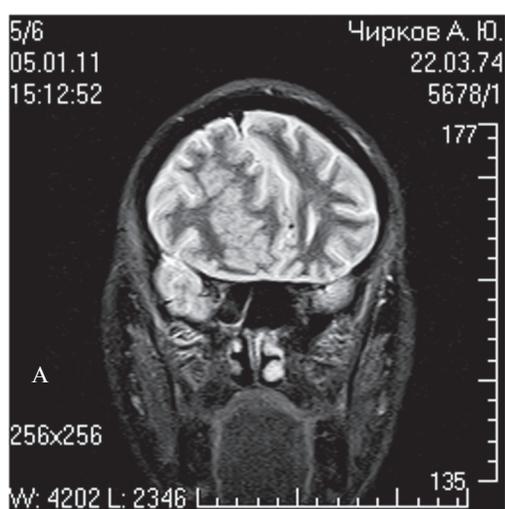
Больной Ч. 37 лет. Магнитно-резонансная и компьютерная томограммы головного мозга: на сканах в разных плоскостях (А – фронтальная плоскость, В – сагиттальная плоскость) виден комплекс изменений глубинных отделов правого полушария в виде гигантской перивентрикулярно-субкортикальной гетеротопии, а также коры плаща (конвекса) – микрогирия (указано стрелкой). Небольшая открытая асимметричная гидроцефалия. На кадре А определяется «масс-эффект» со смещением структур средней линии справа налево до 15 мм.
